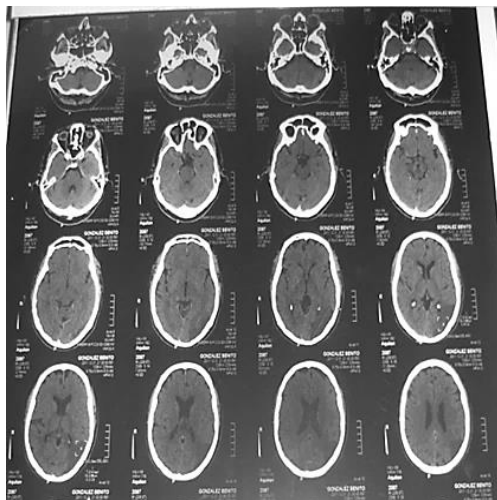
TAC de Cráneo al ingreso.
